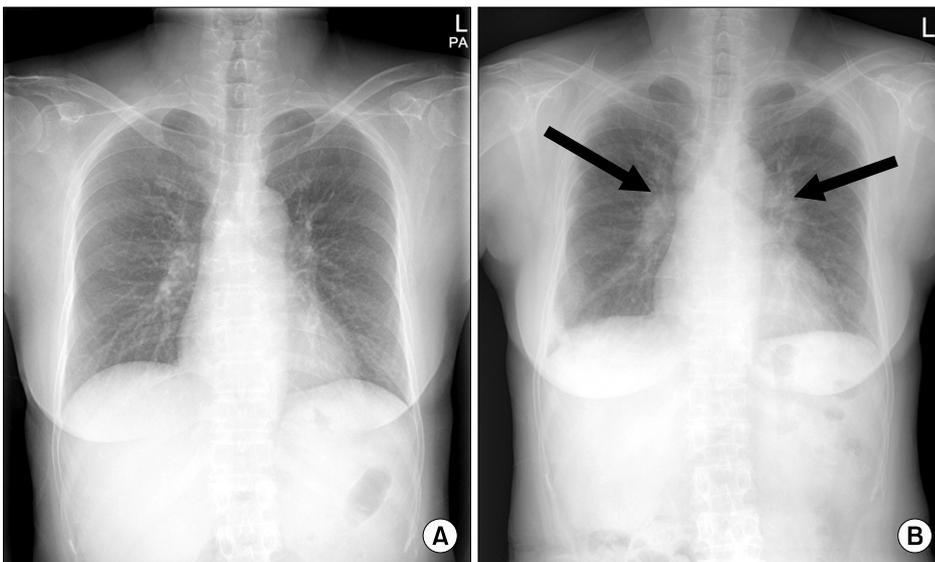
Simple chest radiography. Chest X-ray shows normal findings 6 months earlier (A) and both hilar lymph node (arrows) enlargement at a regular follow-up (B).
